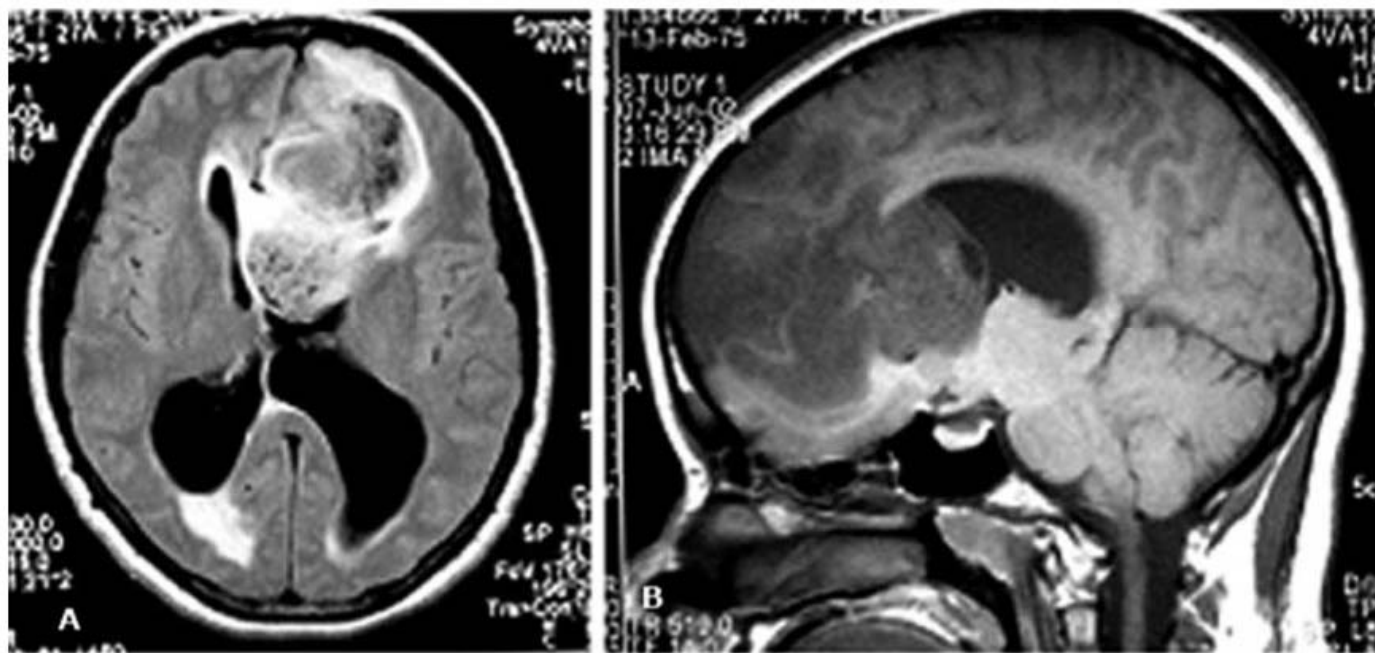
e B • RM com corte axial em *flair* e sagital em T1 com contraste: volumosa formação expansiva intra-axial no lobo frontal esquerdo, invadindo a metade do ventrículo lateral homolateral e estendendo-se ao genu do corpo caloso, caracterizada por hipossinal heterogêneo em T1 e heterogêneo no *flair*. Pouca captação após injeção do meio de contraste.
